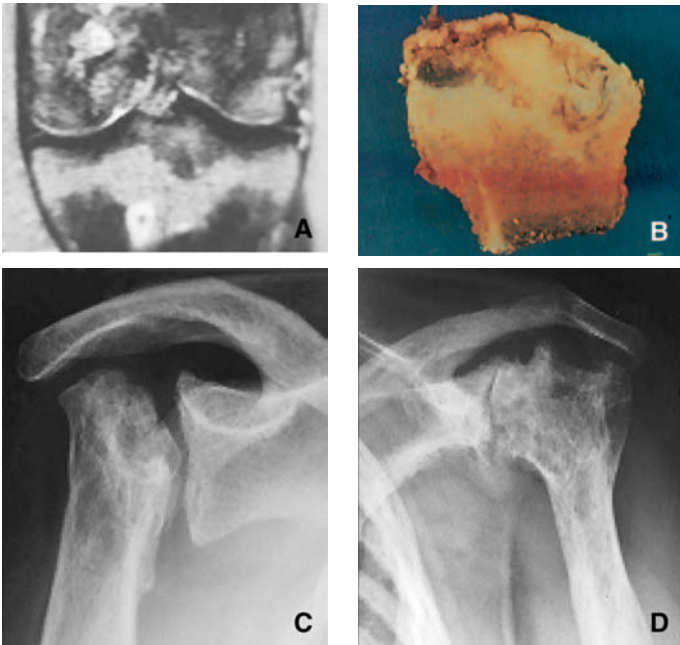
Ostéonécrose multifocale drépanocyttaire. On note : l'atteinte du genou (IRM) (A) ; l'atteinte de la hanche (pièce anatomique obtenue après prothèse de hanche) (B) ; les atteintes des deux épaules avec d'un côté une destruction de la tête humérale mais une conservation de la glène et, de l'autre côté, une nécrose ancienne au stade arthrosique (C, D).
